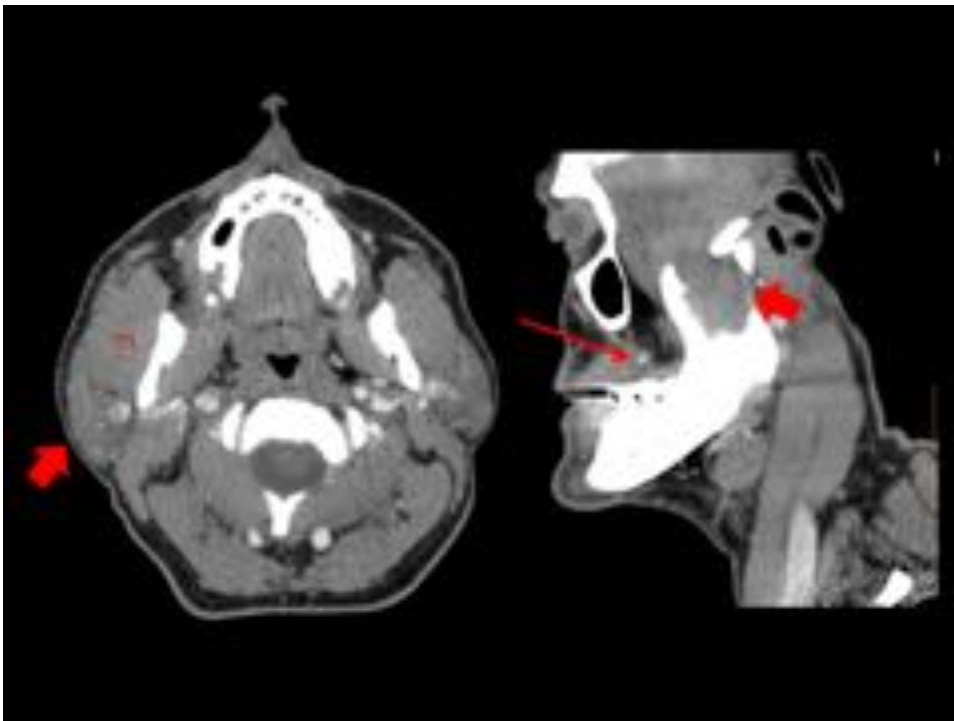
Corte axial y sagital alineado con hemimandíbula derecha de TC con contraste realizado al
